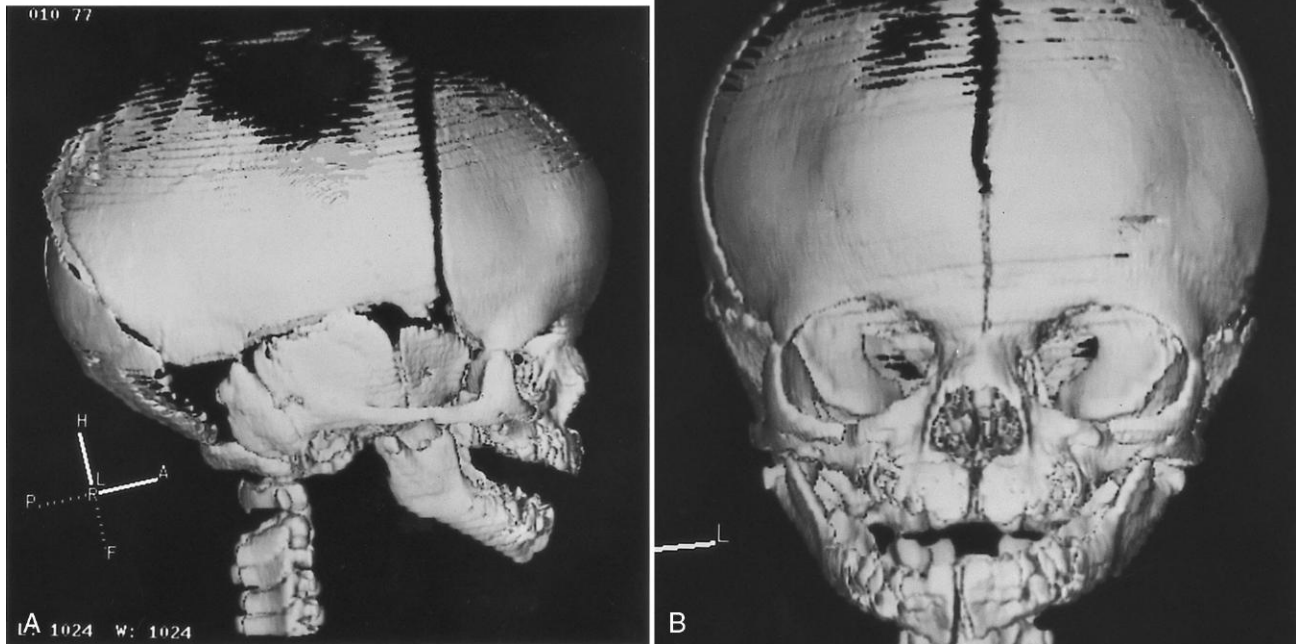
Imágenes de tomografías computarizadas de alta resolución que muestran el cráneo de un feto de 34 semanas y media. A, Vista lateral. B, Vista frontal. La fisura en la línea media de la frente corresponde a la sutura metópica, que normalmente se borra después del nacimiento. El área negra irregular por encima corresponde a la fontanela anterior, uno de los «puntos blandos» en la cabeza del recién nacido. (Cortesía de R.A. Levy, H. Maher y A.R. Burdi, Ann Arbor, Mich.)
